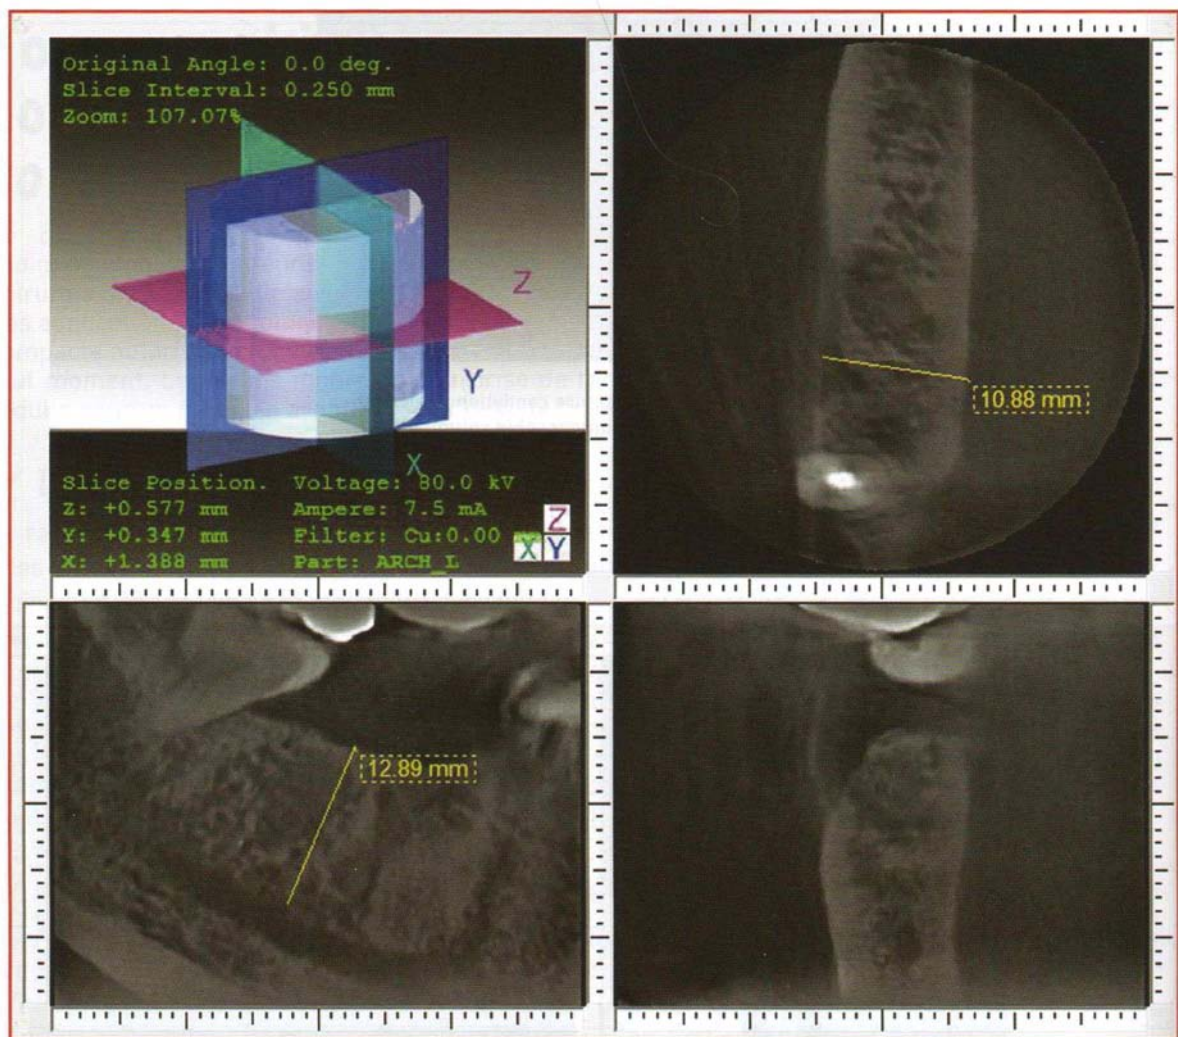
Exemples d'images obtenues avec la tomographie volumique à faisceau conique, montrant l'évaluation de la distance entre le canal mandibulaire et la crête sur une coupe panoramique et la mesure de la largeur de la crête sur une coupe coronale en 46 [SEBAN A., BONNAUD P. ; 2009]
